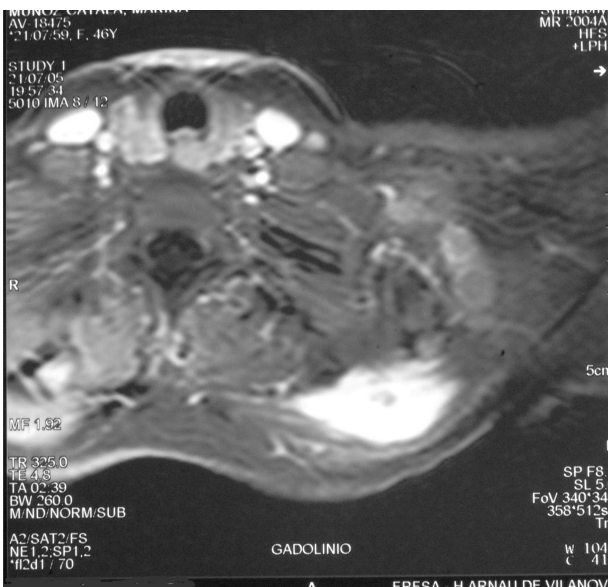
RMN inicial. Imagen en plano axial con saturación grasa tras la administración de contraste intravenoso (Gadolinio).
